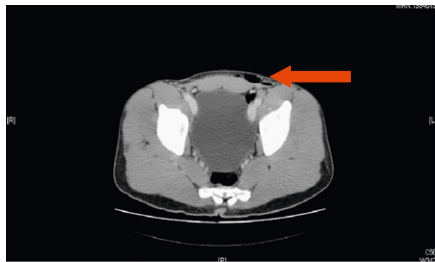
TC abdominopélvico: enfisema subcutáneo en escroto izquierdo anterior a sínfisis pubiana.
